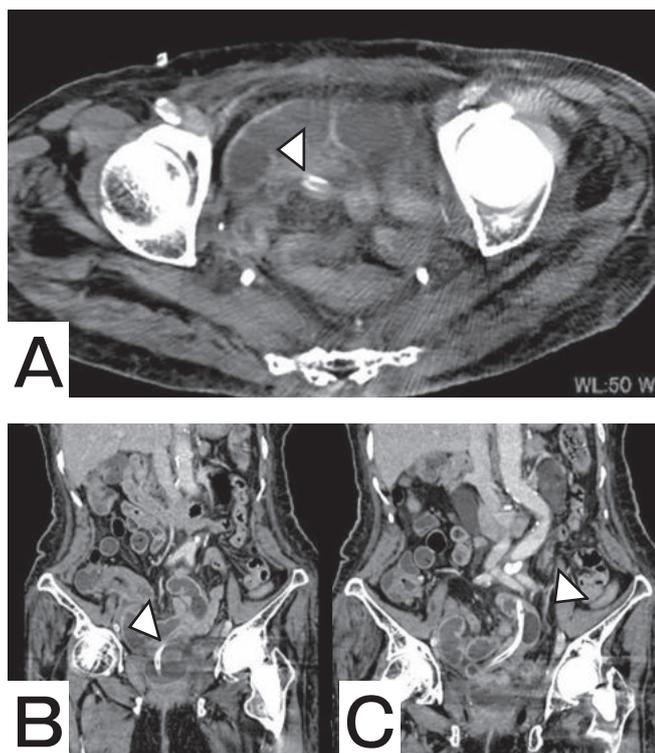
腹部造影CT (金属アーチファクト低減)
